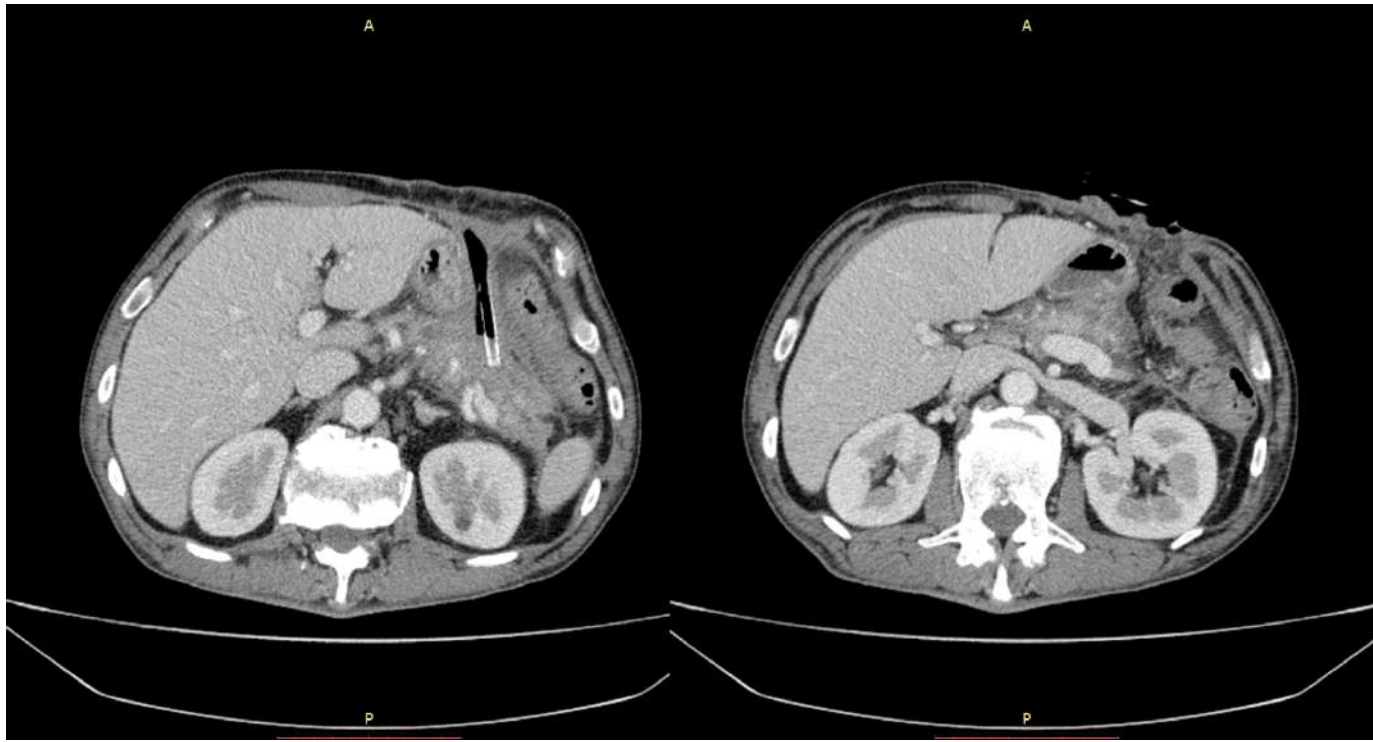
КТ з внутрішньовенним контрастуванням (венозна фаза), аксіальний зріз проекції ПЗ пацієнта Г. від 4 грудня 2019 року (50 доба від початку захворювання)
